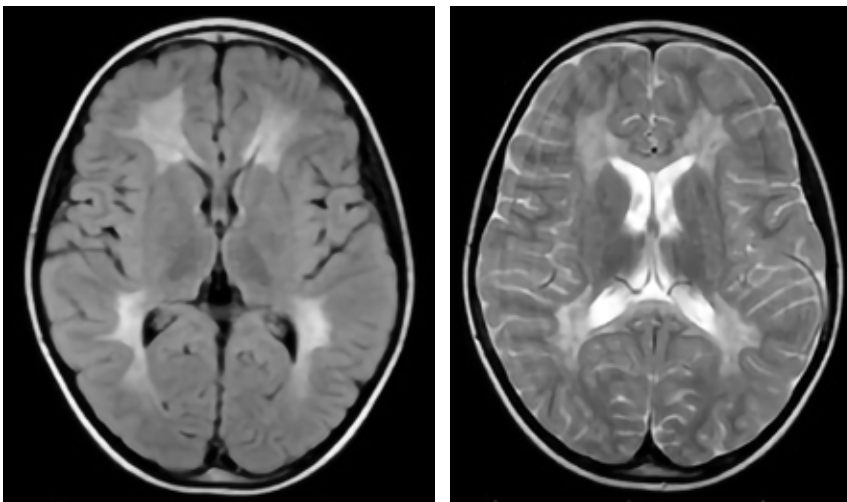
Juvenilná forma MLD, 8-ročné dievča so symetrickými splyvavými hyperintenzívnymi léziami periventrikulárne, lobárne, „U vlákna“ sú nepostihnuté, prítomná je lézia corpus callosum v T2WI a FLAIR (archív KDN, NÚDCH, Bratislava)
